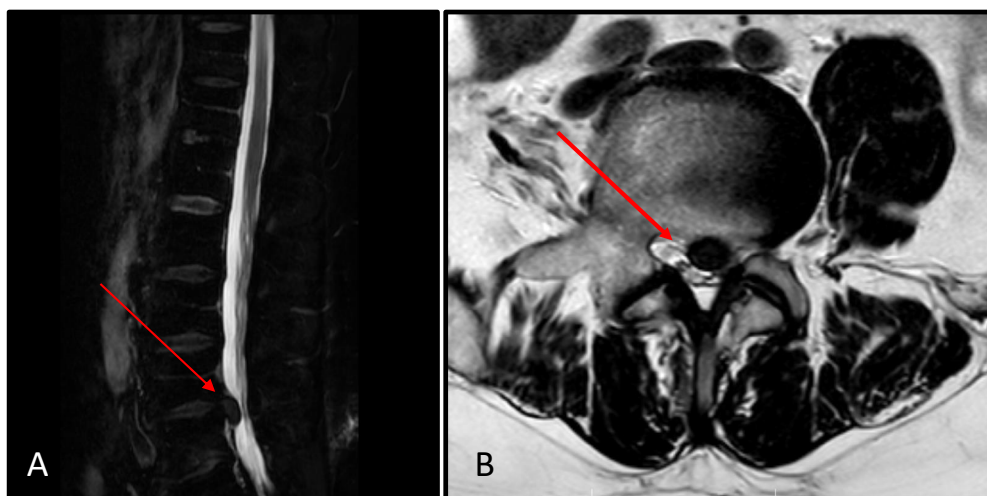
Sagittal plane Magnetic Resonance Imaging (MRI) weighted in ssT2W_TSE_SAG_Water lumbosacral, showing extruded L4–L5 disk herniation (A) and coronal plane weighted in T2W_SE at the L4–L5 Level (B)
